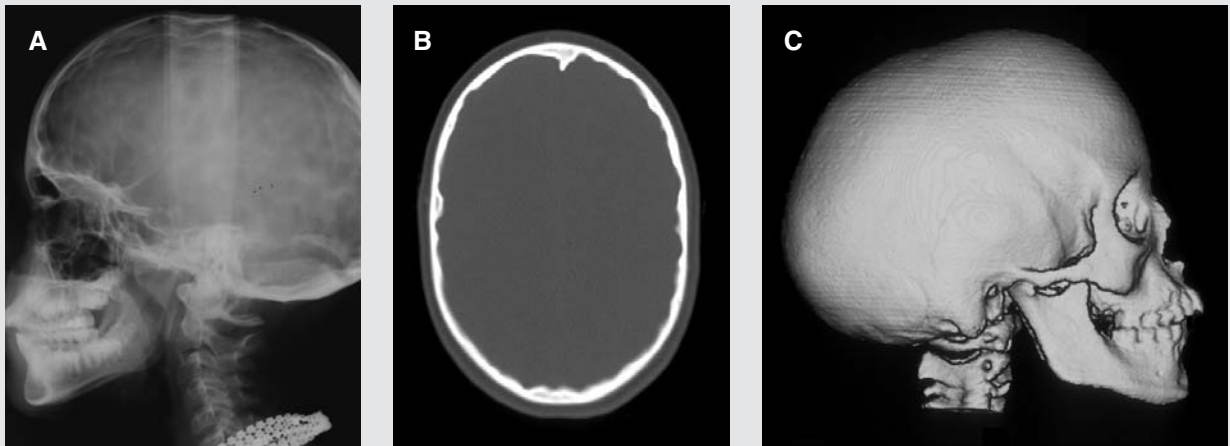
Patient nr. 1. A: Lateralt cefalogram af kraniet med udtalte impressiones digitatae. B: Axial CT-skanning visende udtalte skålformede fordybninger i den indre side af theca cranii. C: Tredimensionel rekonstruktion af CT-data visende forbening af kraniets suturer.
